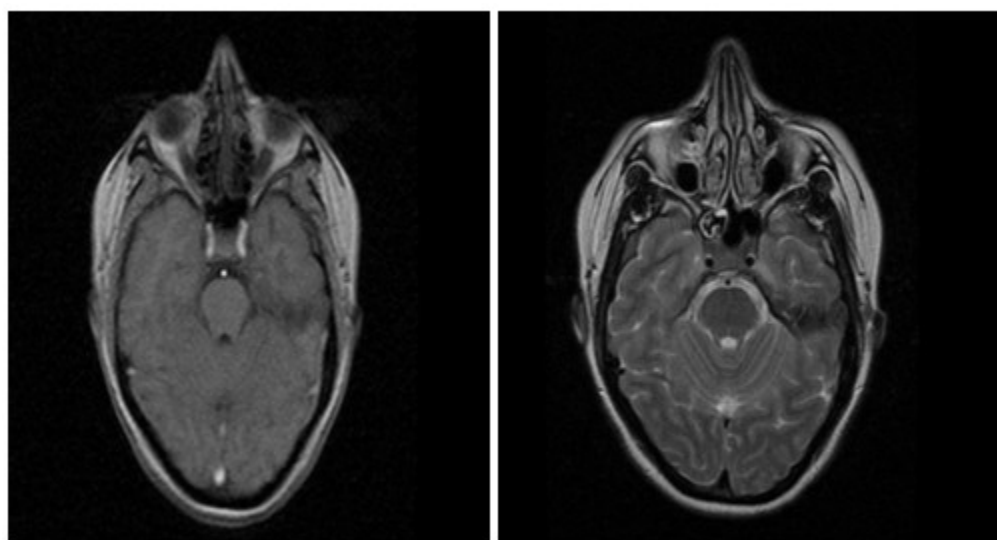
RM craneal. Secuencia T1, corte axial Figura 2. RM craneal. Secuencia T2 FLAIR, corte axial Lesión hipointensa en región media del lóbulo temporal izquierdo, compatible con infarto isquémico
